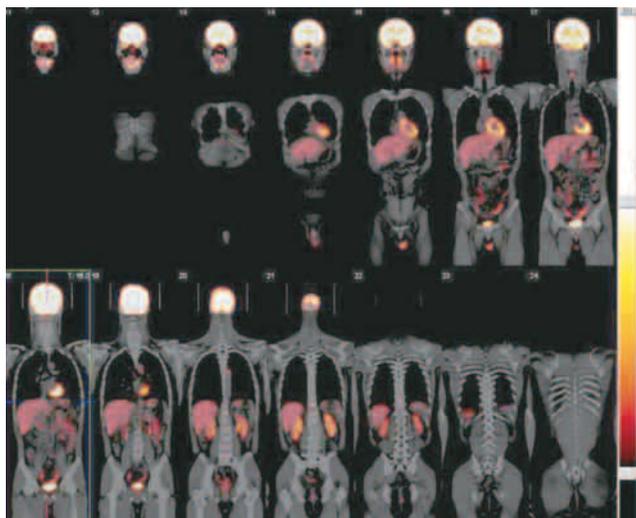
全身腫瘍PET-CT (FDG 274MBq 静注1時間後)
